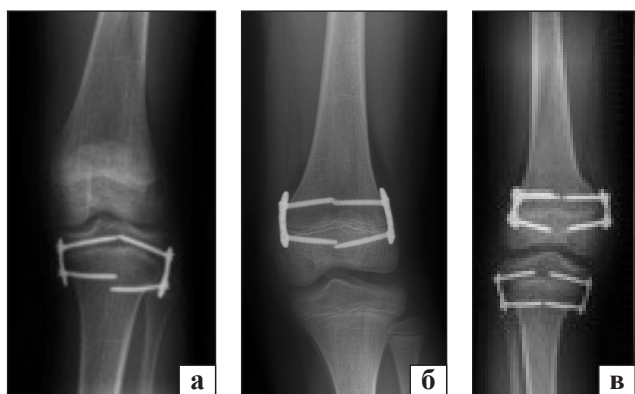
Рентгенограми пацієнтів, яким виконано ТДБ: а) проксимальної НЗ великогомілкової кістки; б) дистальної НЗ стегнової кістки; в) комбіноване ТДБ обох НЗ
